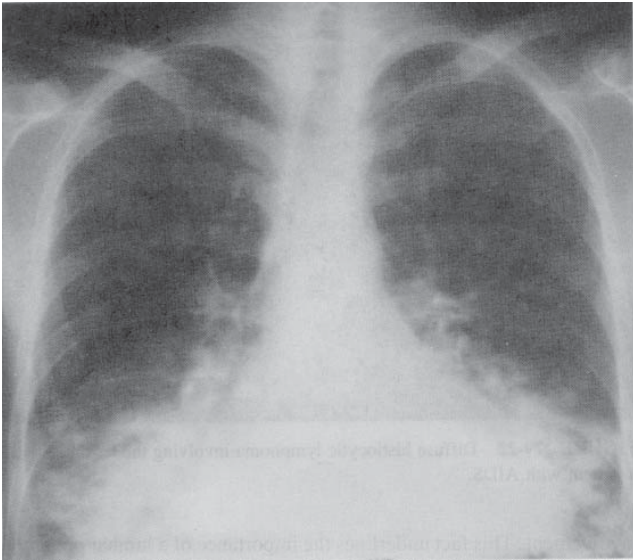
Radiografia toracică a unui pacient cu SIDA și sarcom Kaposi. Aspectul caracteristic include infiltrate bazale bilaterale ce maschează conturul cardiac și sufuziune pleurală.
